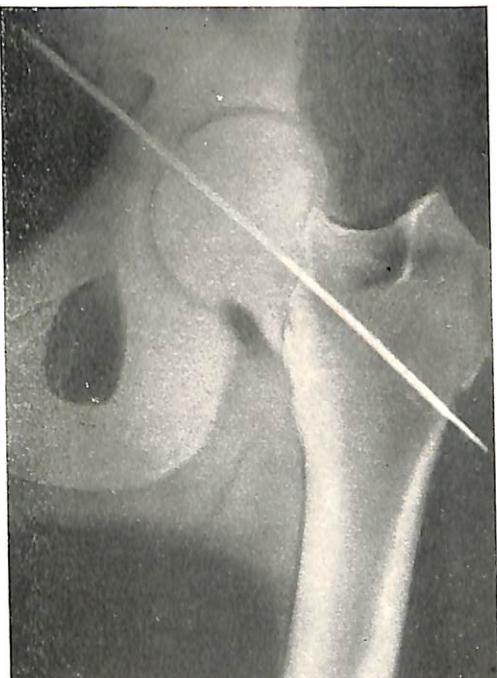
Спика-направитель проведена через тазовую кость в малый таз (рентгенограмма).
